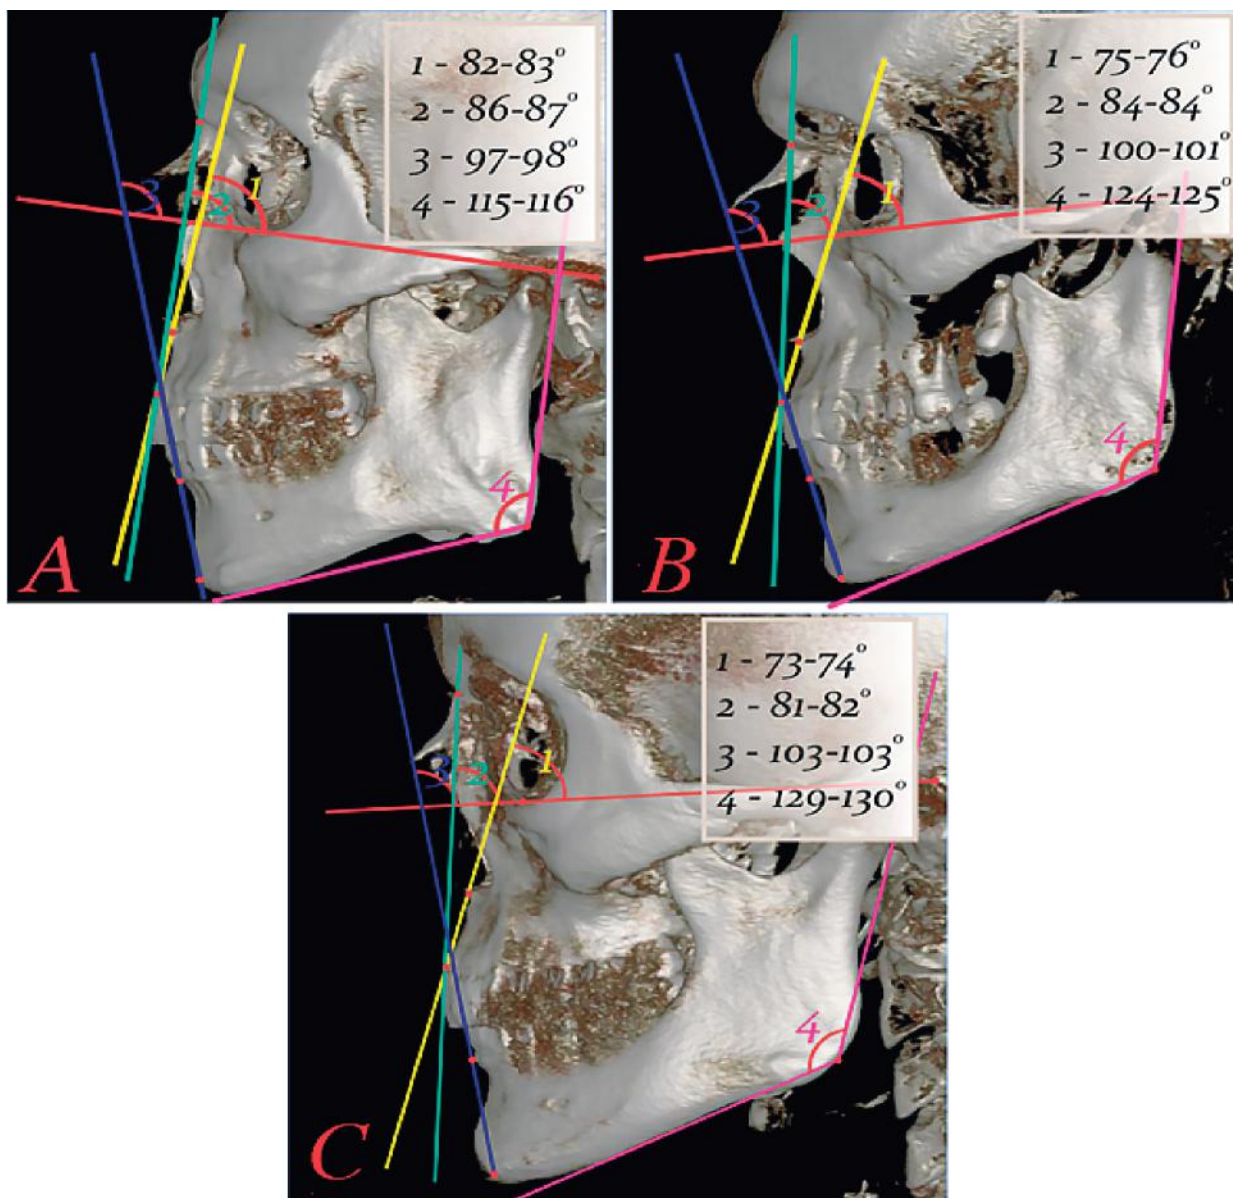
Individual anatomical variability of the average angular dimensions of the facial skeleton of a mature human: A – leptoprosopes (CT scan №630700); B – mesoprosopes (CT scan №552123); C – euriprosopes (CT scan №620531). Designations: 1 – angle of APM; 2 – angle of TF; 3 – angle of MP; 4 – angle of RM.
